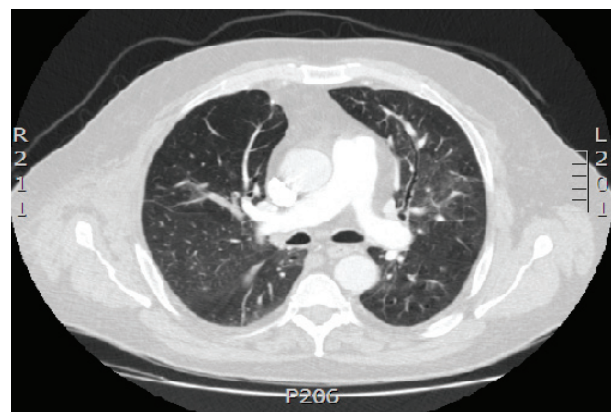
Tomografia computadorizada de tórax (4/4/2012) Imagens em vidro fosco bilaterais.
